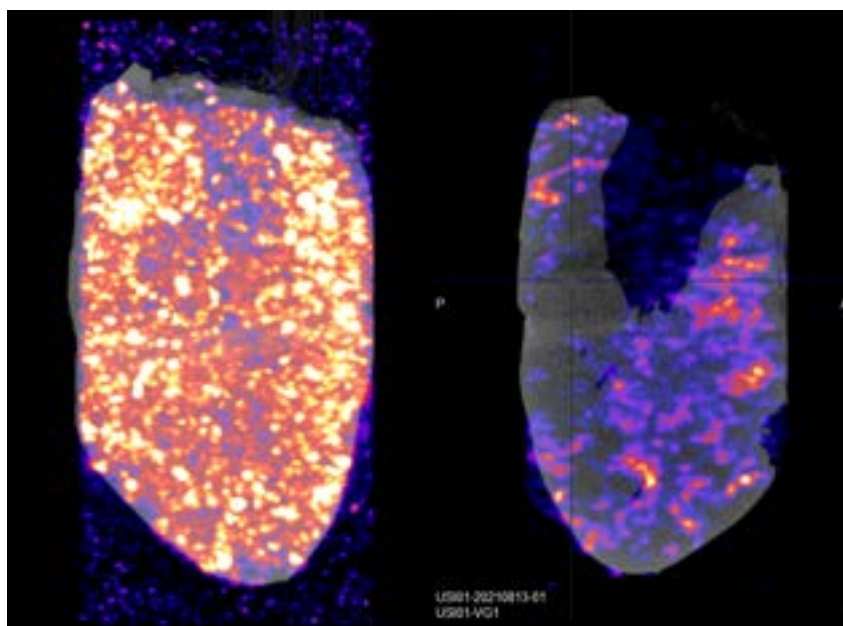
IRM myocardique ex vivo. La zone colorée en jaune correspond à l'aire à risque. On observe un infarctus de localisation antéro-septale (majoritaire et transmural) et latérale (minoritaire, non-transmural).
